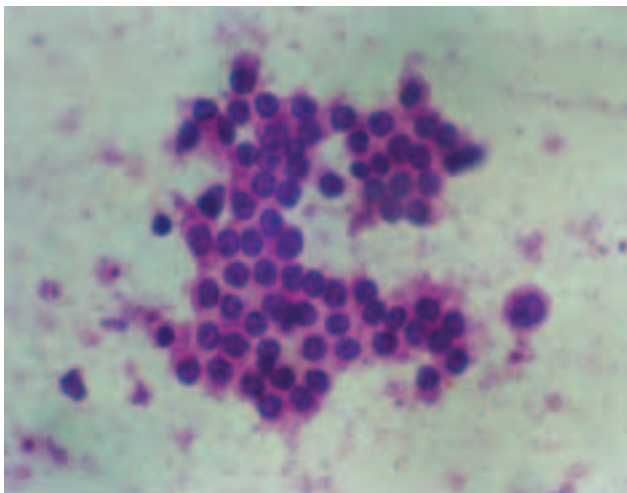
Imagen citológica realizada a través de una punción espirativa con aguja fina (CAAF) y guiada por ultrasonografía. Obsérvese la presencia de células tumorales redondas de aspecto epiteliode de grado citológico bajo (H/E-40x).
